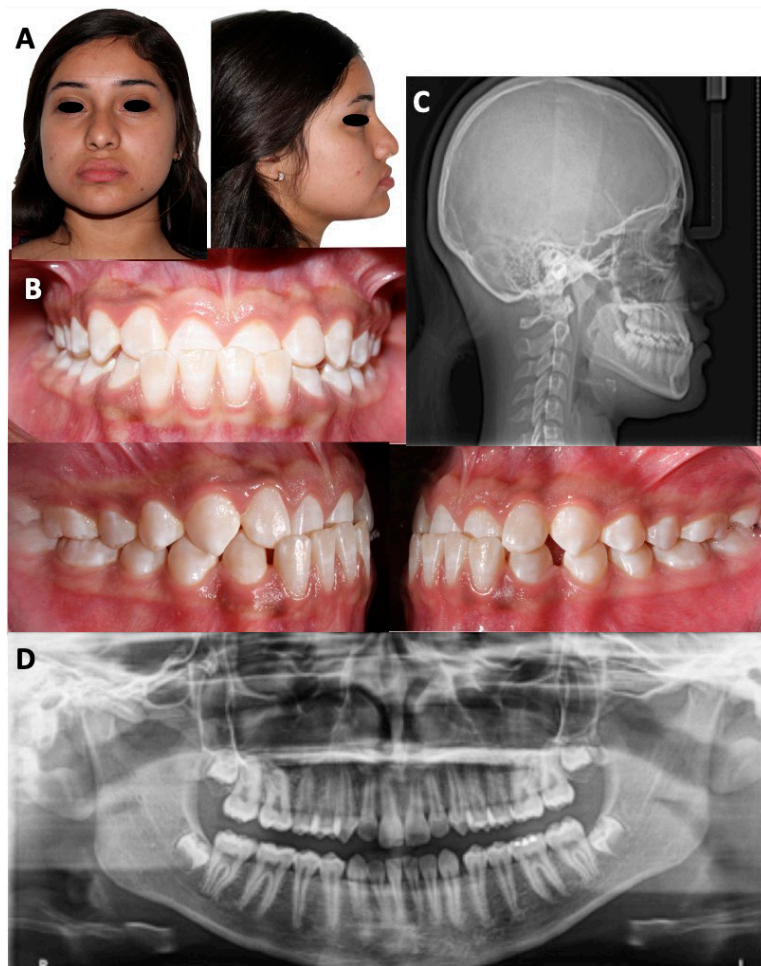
Fotografías y radiografías iniciales. A. Fotografías extraorales iniciales; Tercio medio inferior aumentado, con perfil recto y cara redonda. B. Fotografías intraorales iniciales, mordida cruzada anterior, maloclusión Clase I molar, Clase III canina izquierda y Clase I derecha, dientes medianos y cuadrados, mordida profunda, incisivos mandibulares protruidos e incisivos maxilares retruidos. C. Radiografía lateral de cráneo; se observa la discrepancia esquelética, con un cuerpo mandibular largo; en el análisis de Lamparski se encuentra en un estadio 6 de desarrollo. D. Ortopantomografía; vía aérea permeable, rama mandibular izquierda más ancha, cóndilos asimétricos, presencia de 4 gérmenes de terceros molares.
